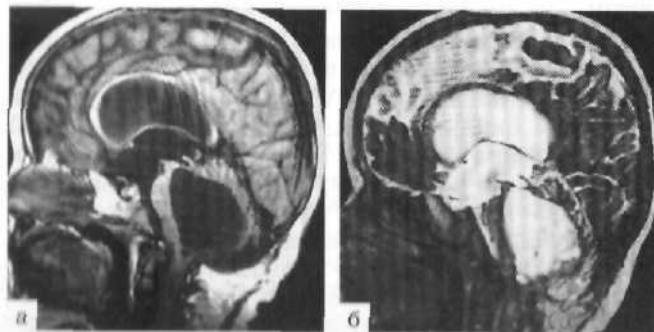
Отшнурованный IV желудочек у ребенка 2 лет. МРТ в T_1 - (а) и PSIF- (б) режимах. Водопровод мозга непроходим; IV желудочек резко увеличен в размерах, выход из него не дифференцируется.
